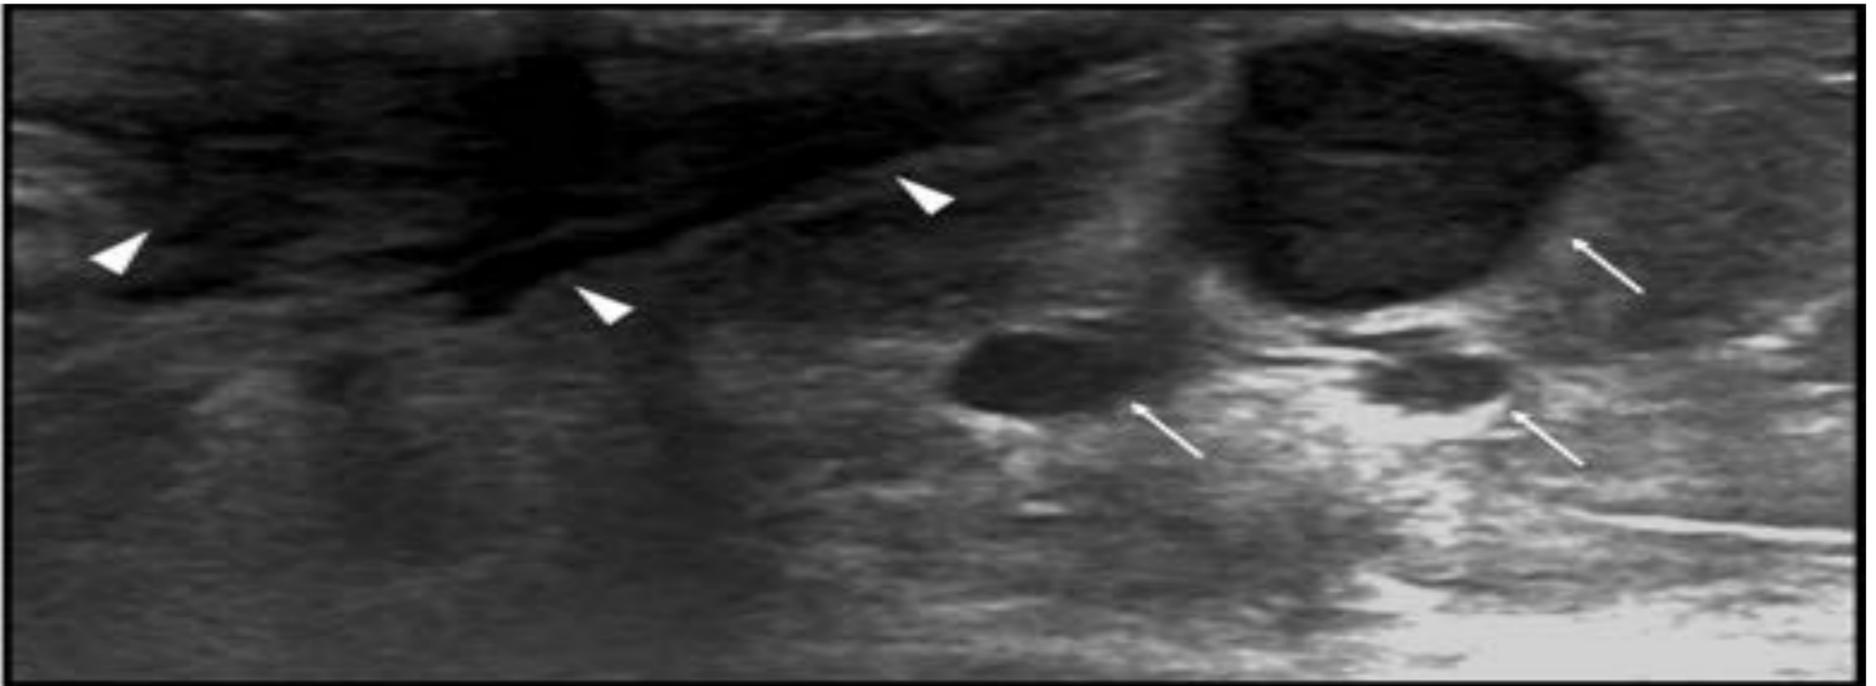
Enfermedad de Paget con CDI asociado. Imagen de ecografía mamaria en la que se observa el engrosamiento del complejo areola-pezones (cabezas de flecha). Se aprecian tres imágenes nodulares sólidas en región subareolar que se corresponden con CDI (flechas blancas).
